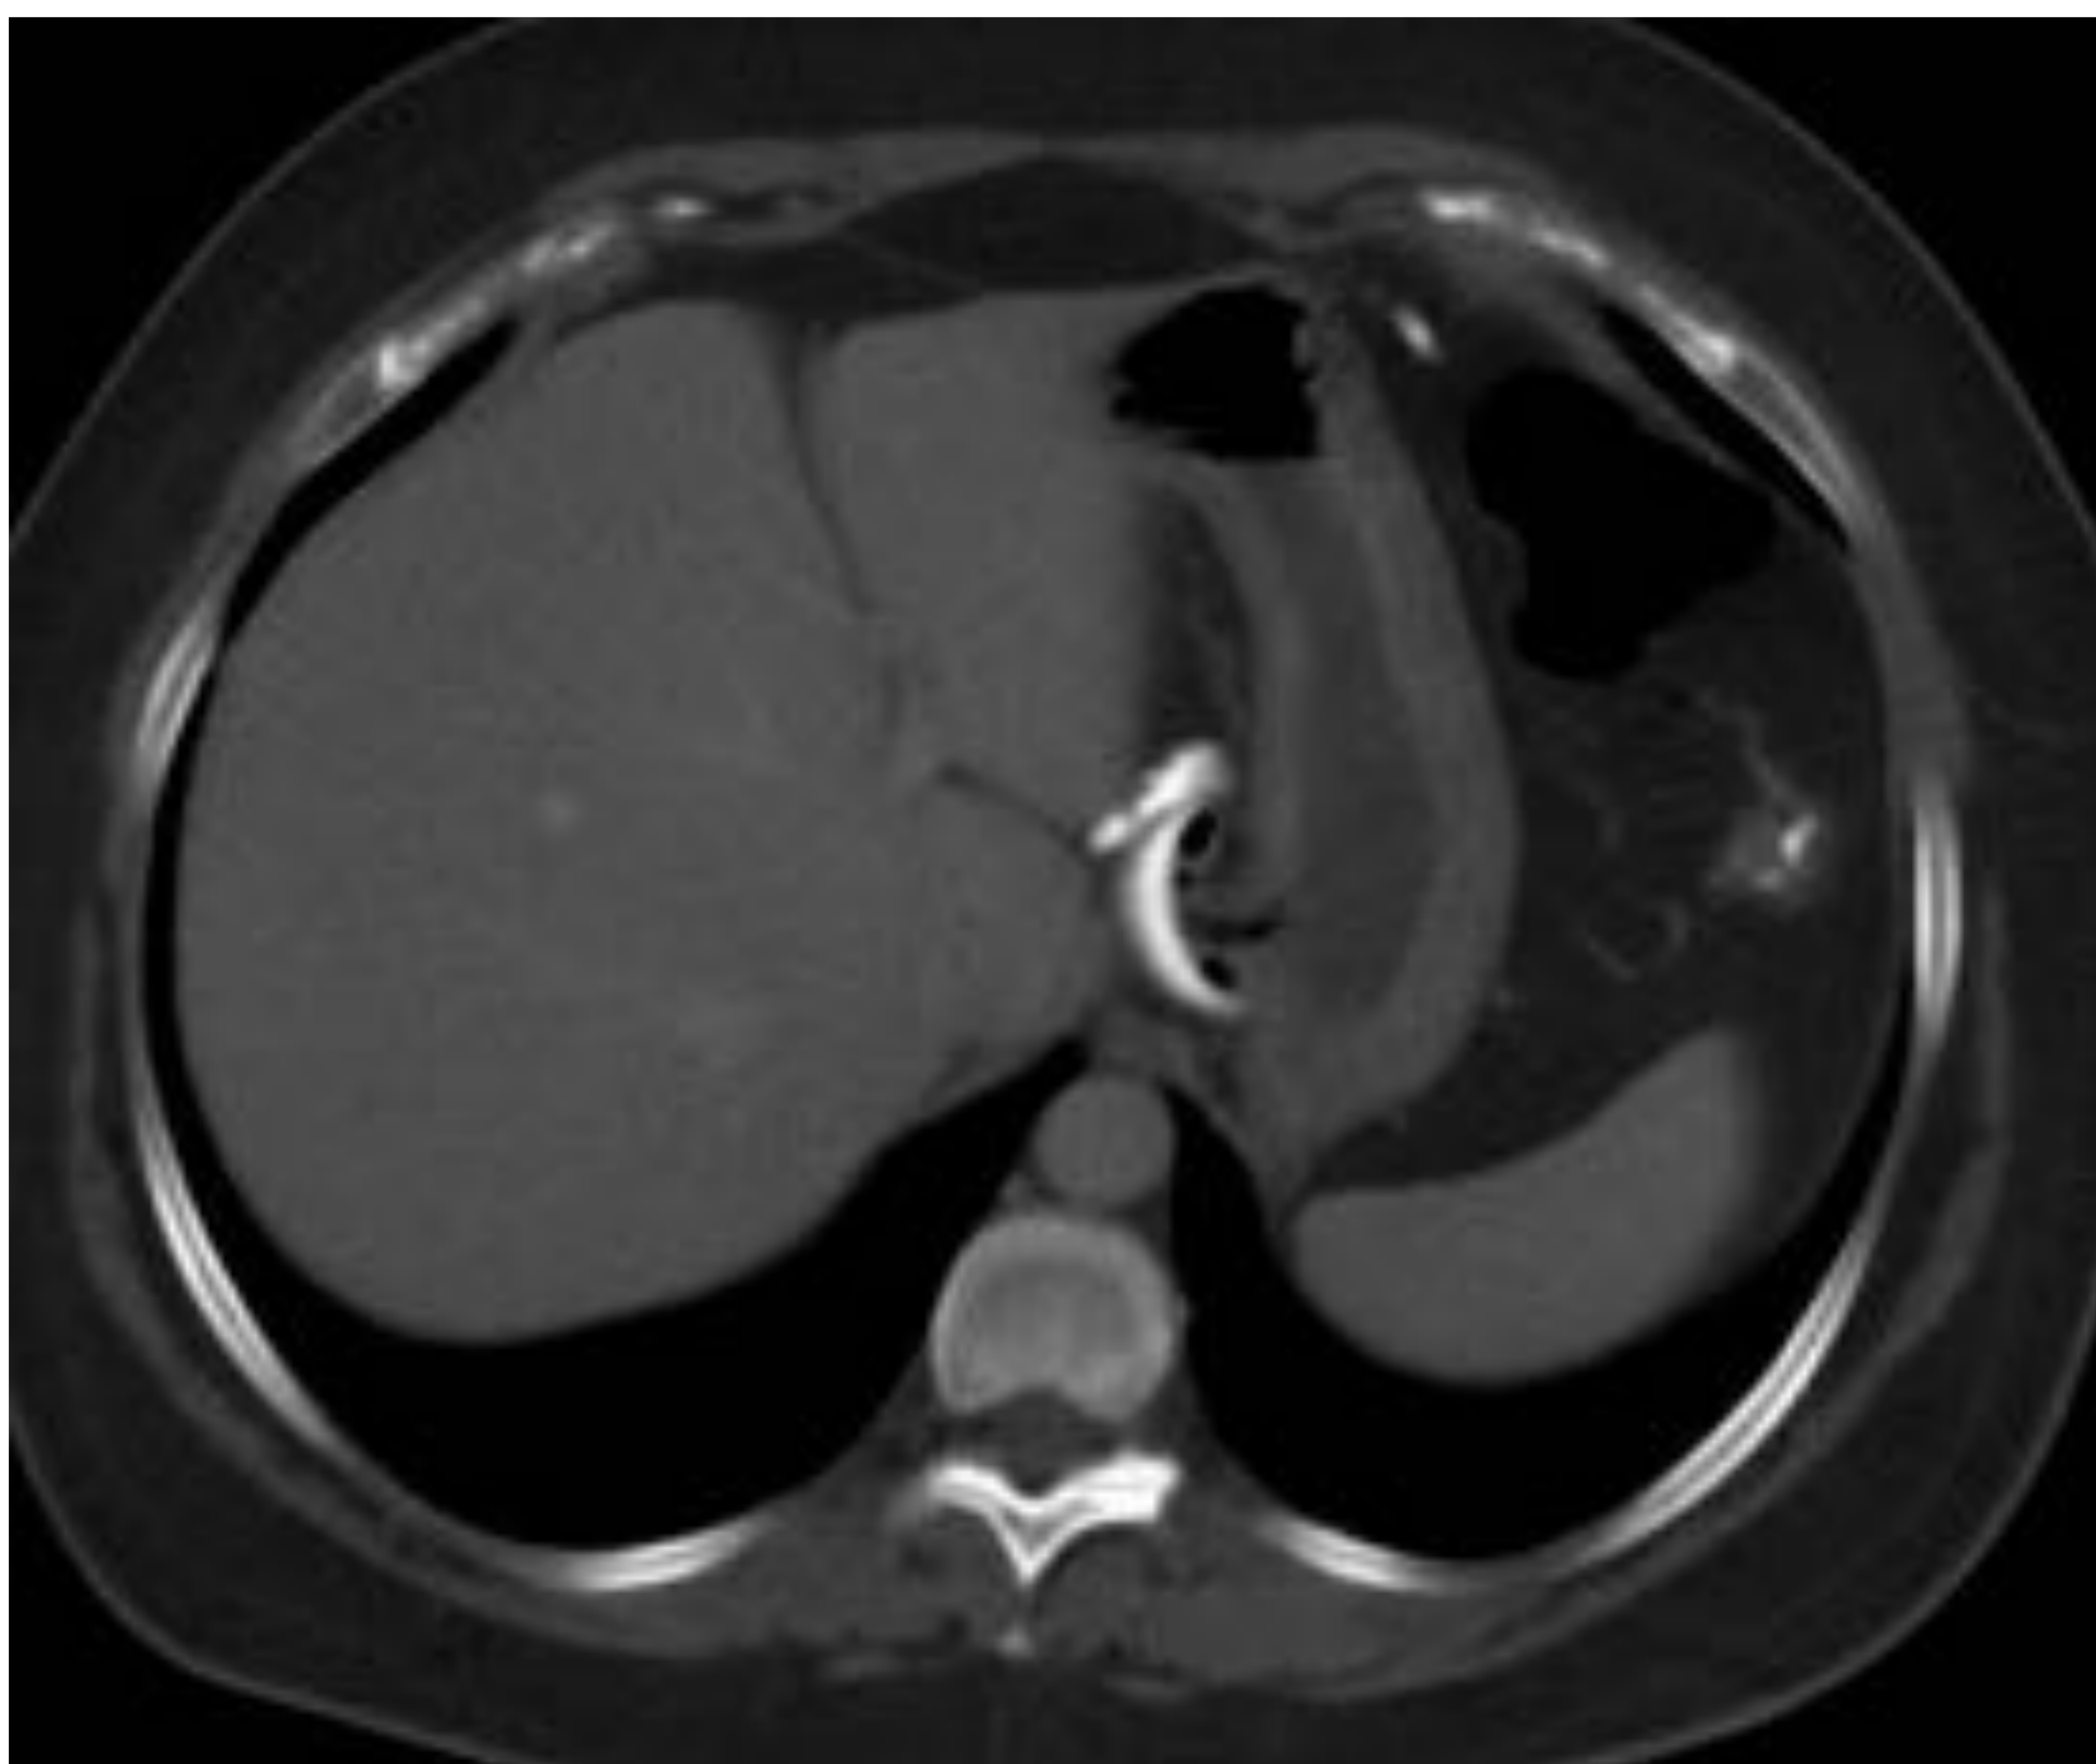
Aspecto esperado de la banda gástrica laparoscópica en TC. La imagen de CT axial después de la administración de material de contraste oral e intravenoso muestra el dispositivo de banda colocado alrededor del estómago proximal. La banda se conecta a través de un tubo a un puerto
